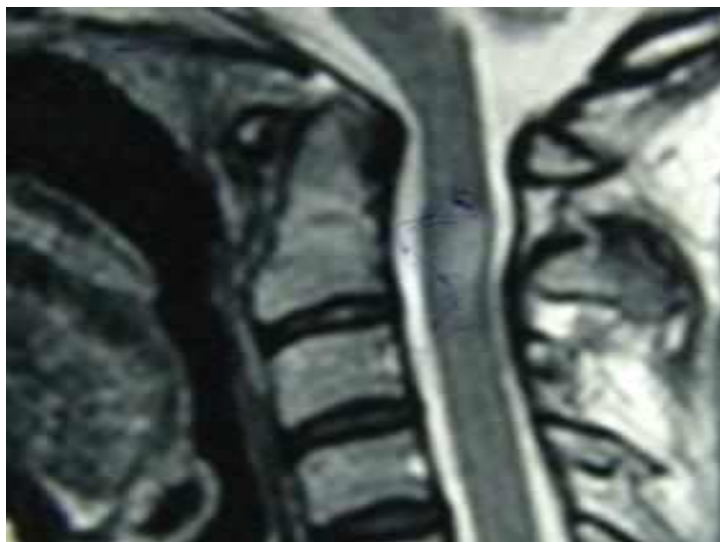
МРТ шийного відділу спинного мозку хворого А., 34 років з наслідками перенесеного розсіяного енцефаломієліту. Вогнище демієлінізації на рівні С2 – С3 хребців
